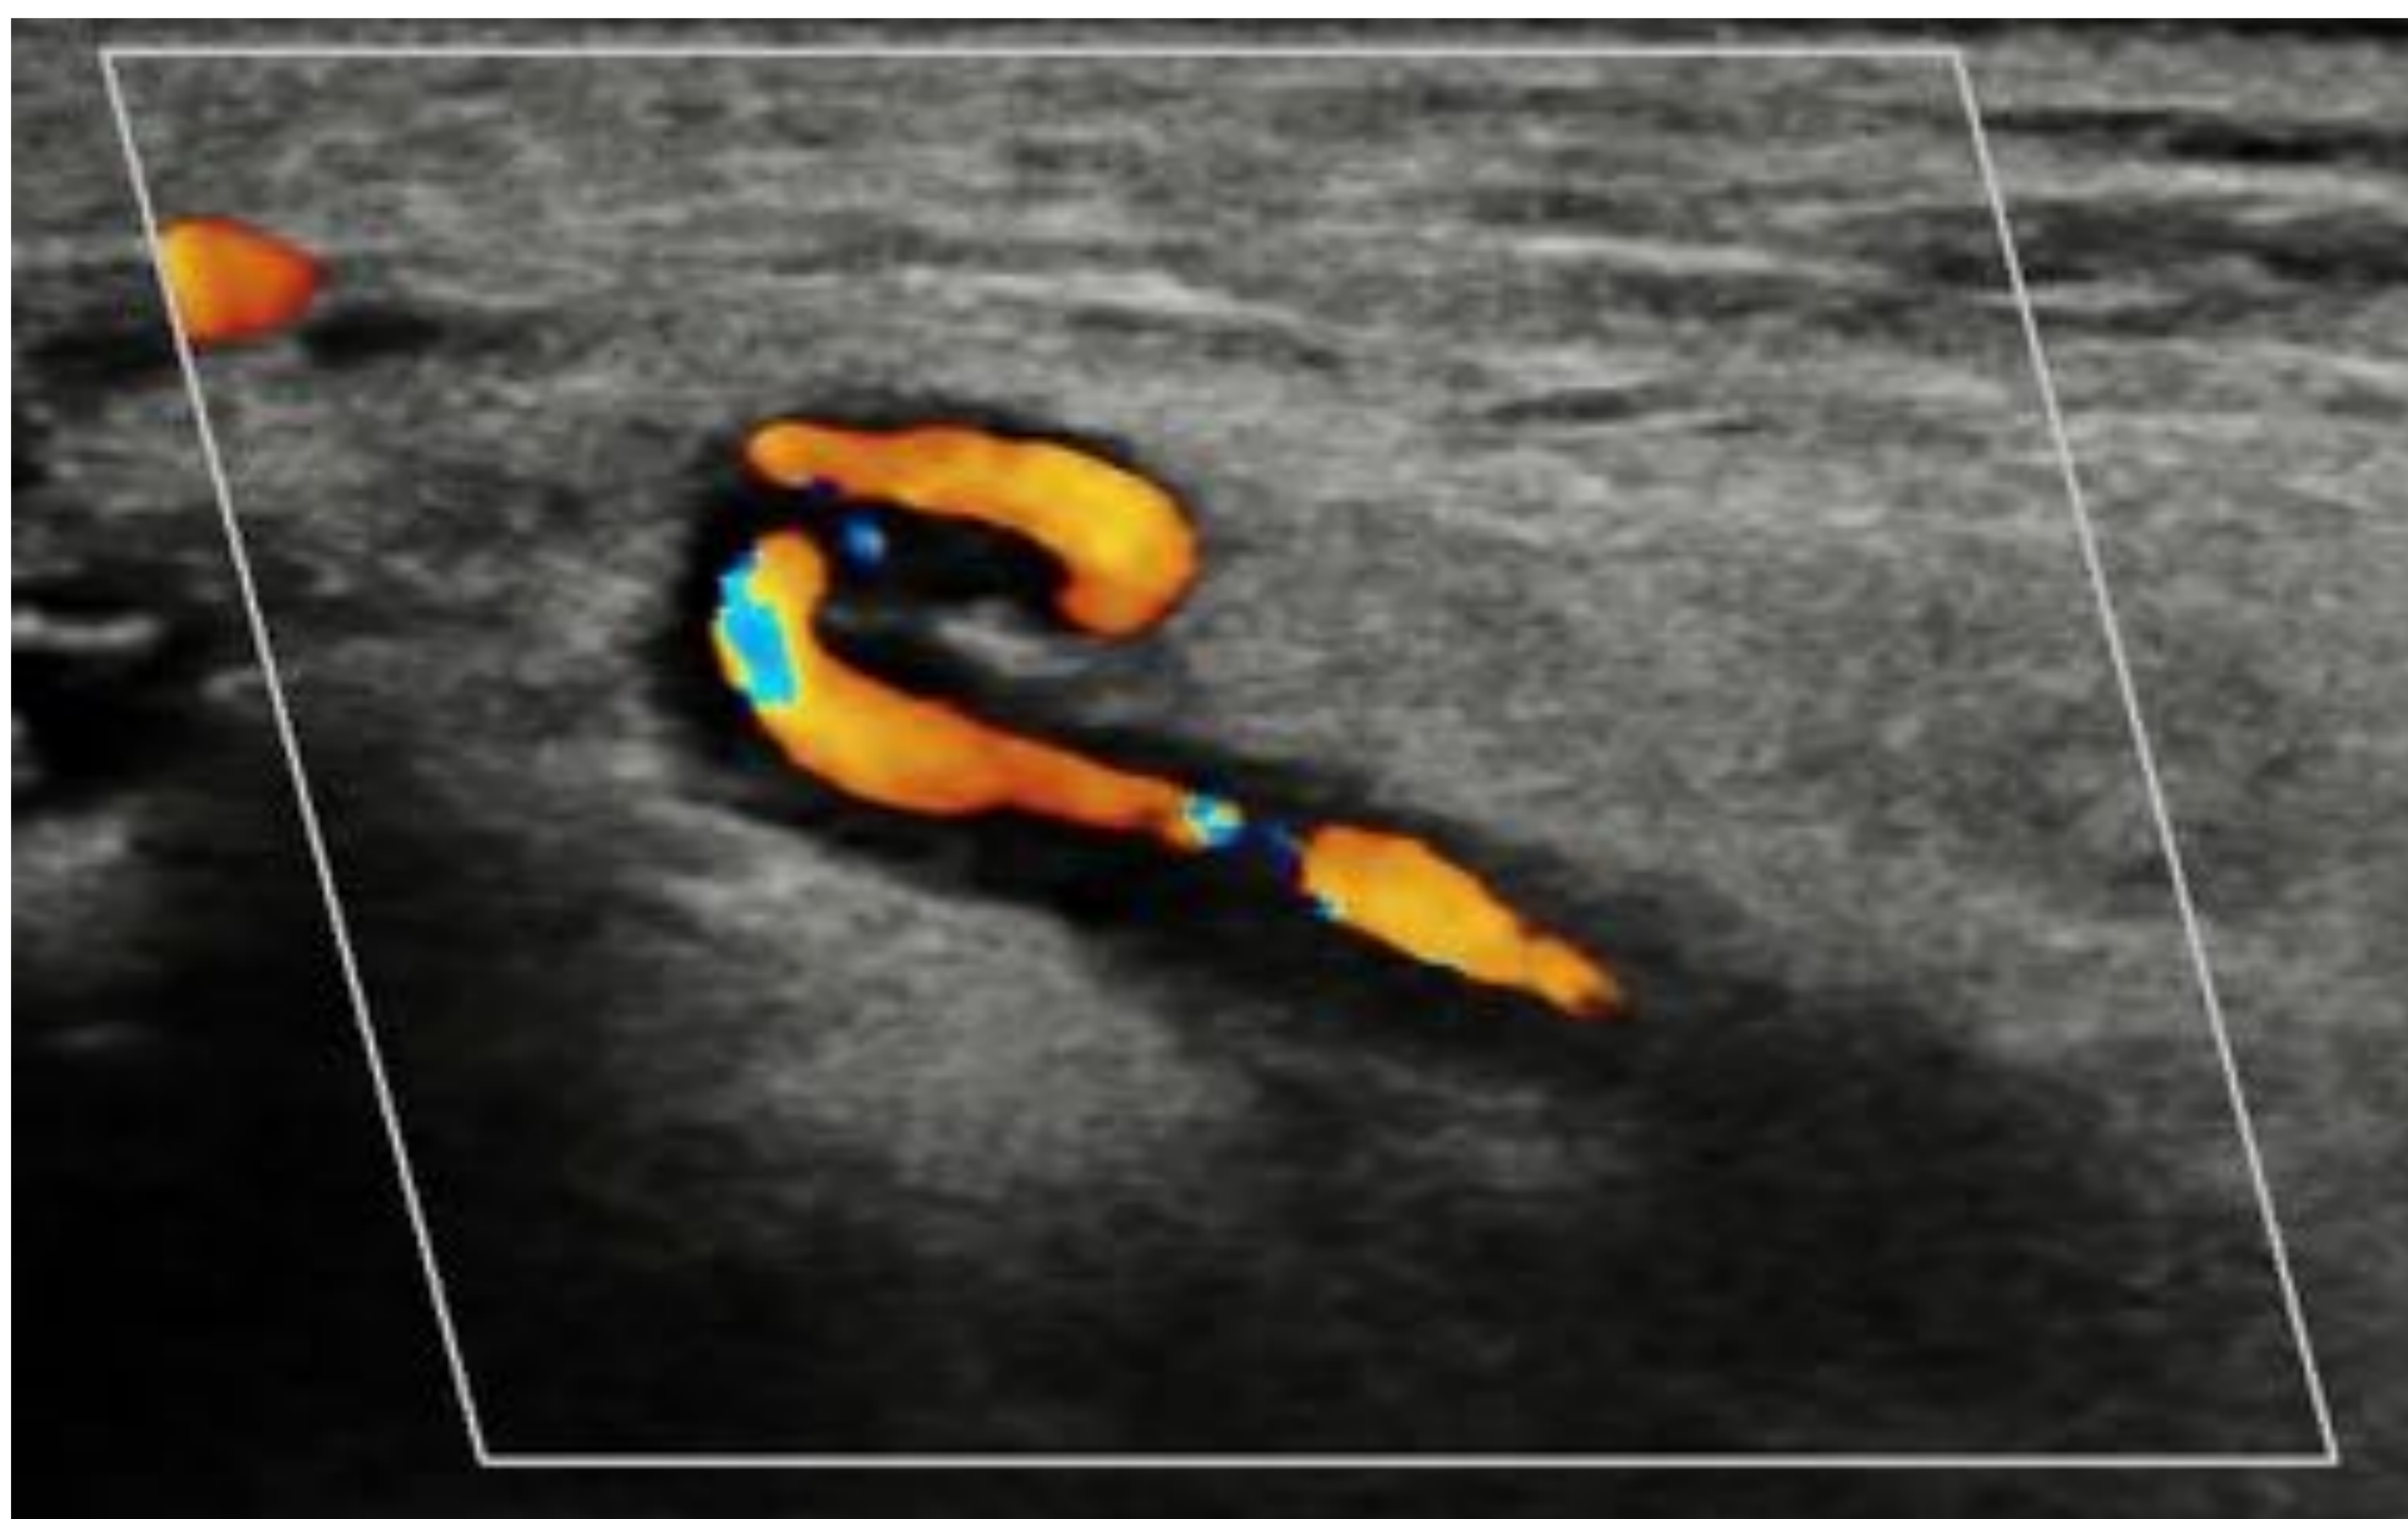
Corte transversal de arteria temporal en estudio Doppler con medición de halo hipoecoico.
